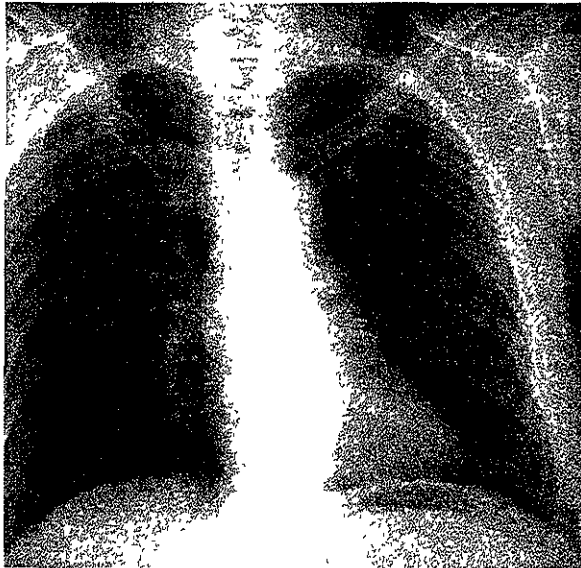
Teleradiografía de tórax de paciente posterior a resección de tumor de mediastino
